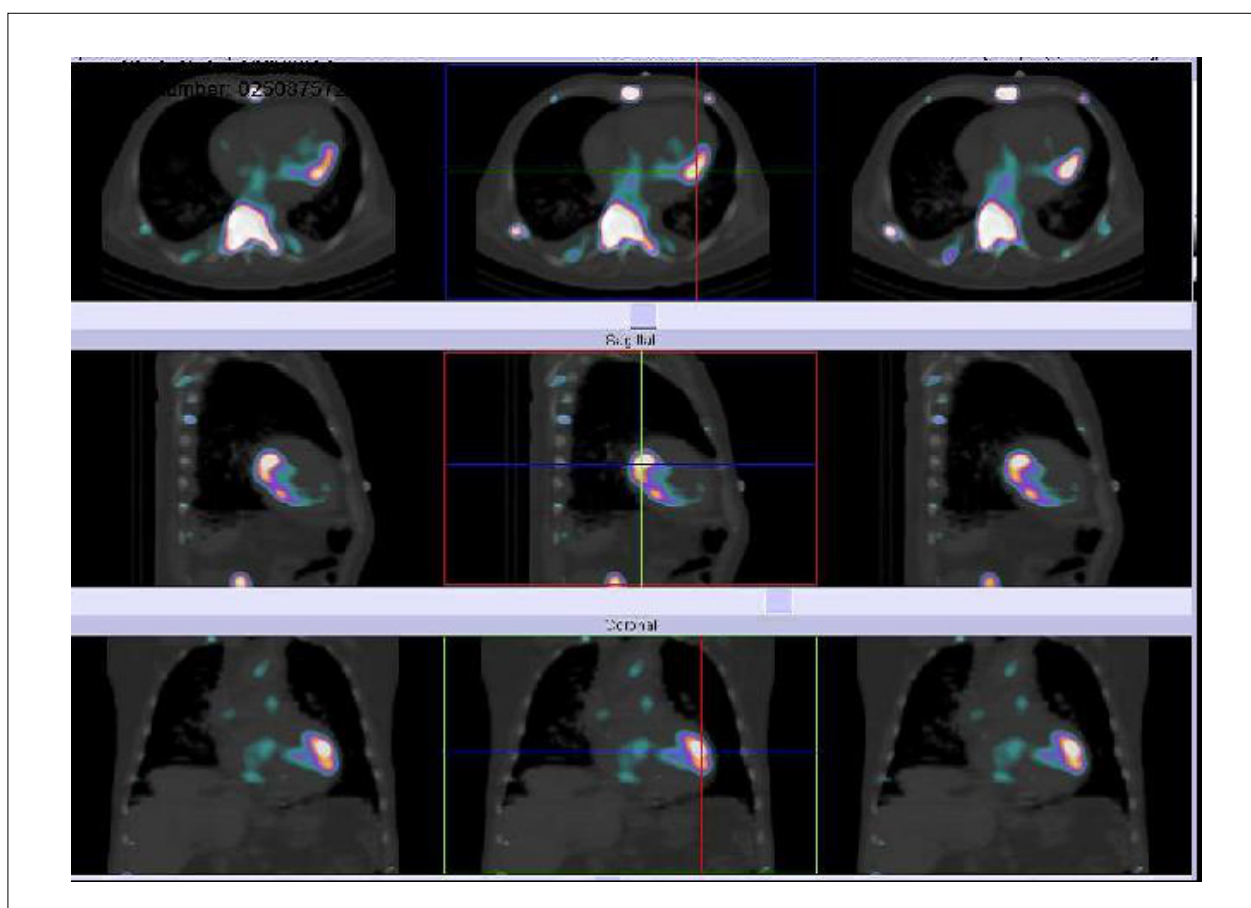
Imagens de SPECT/CT de tórax de 4h demonstram hiperfixação do radiotraçador ^{99m}Tc -Pirofosfato em segmento lateral basal do coração, sugestivas de infarto agudo do miocárdio em cicatrização.
